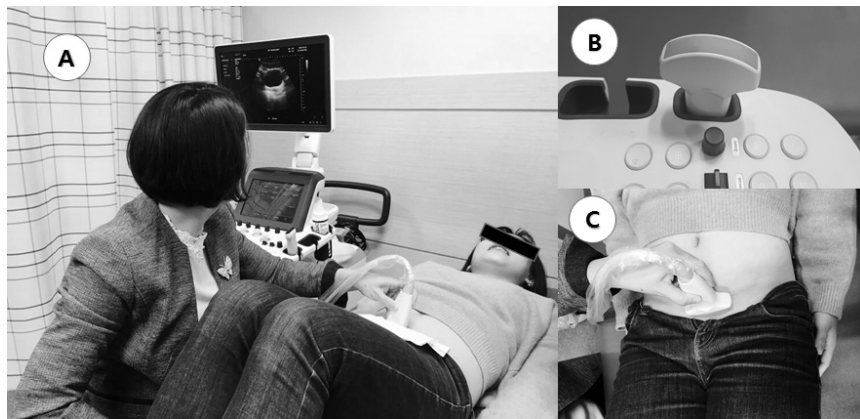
Measurement of the bladder distance using real-time ultrasound imaging.
